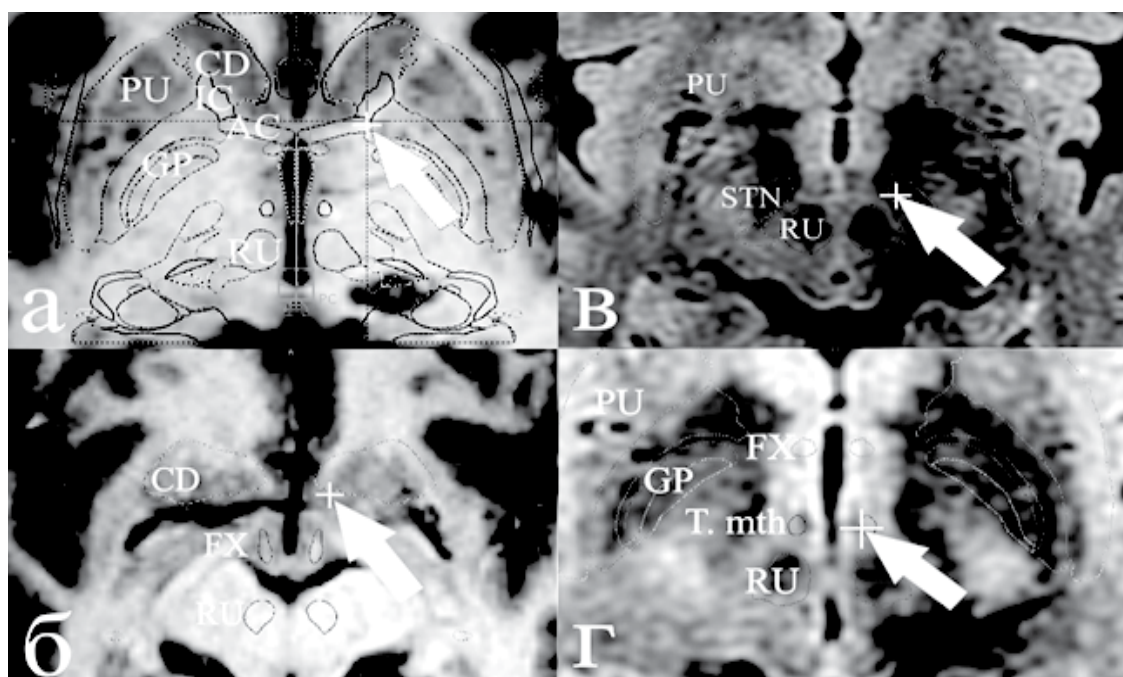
Мишени для нейростимуляции (отмечены белыми перекрестьем и стрелкой) на T1-взвешенных изображениях МРТ. Контурами выделены некоторые структуры по атласу Schaltenbrand и Wahren. а—вентральная часть хвостатого ядра и стриатума, б—прилежащее ядро, в—субталамическое ядро, г—гипоталамус
